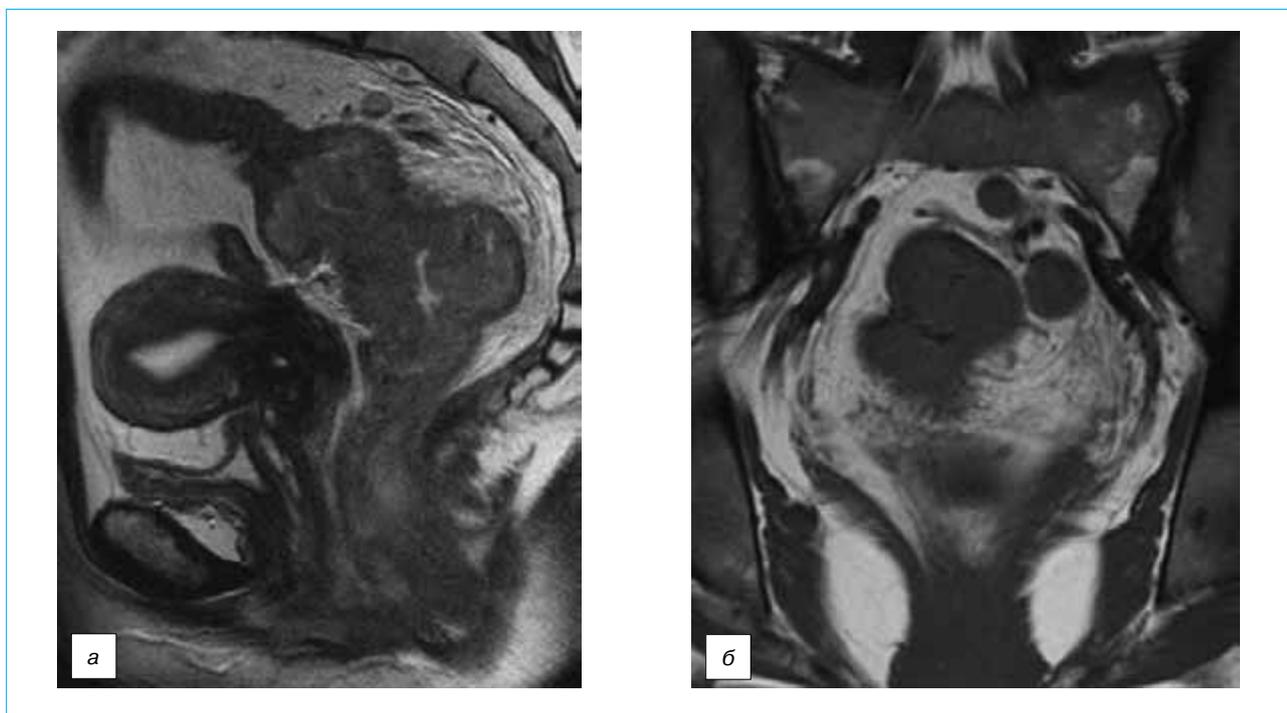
МР-томограмма больной до лечения: а) Т2ВИ в сагиттальной плоскости — визуализируется циркулярная опухоль верхнеампулярного отдела прямой кишки с узловым выходом в мезоректум; б) Т1ВИ в коронарной плоскости — на уровне метастазов в мезоректальные лимфатические узлы
